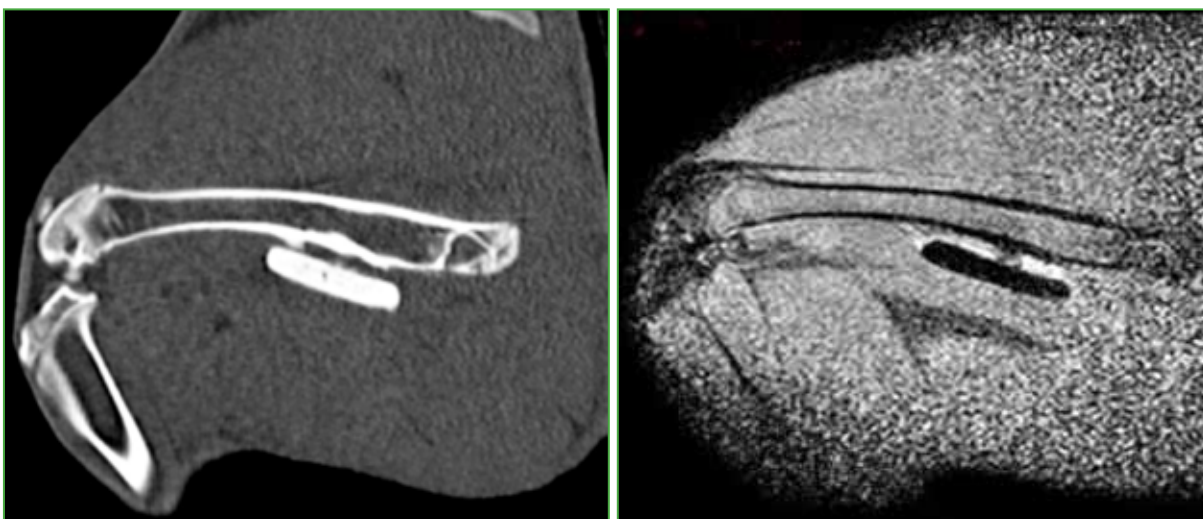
Resonancia magnética. Cemento más antibióticos.
